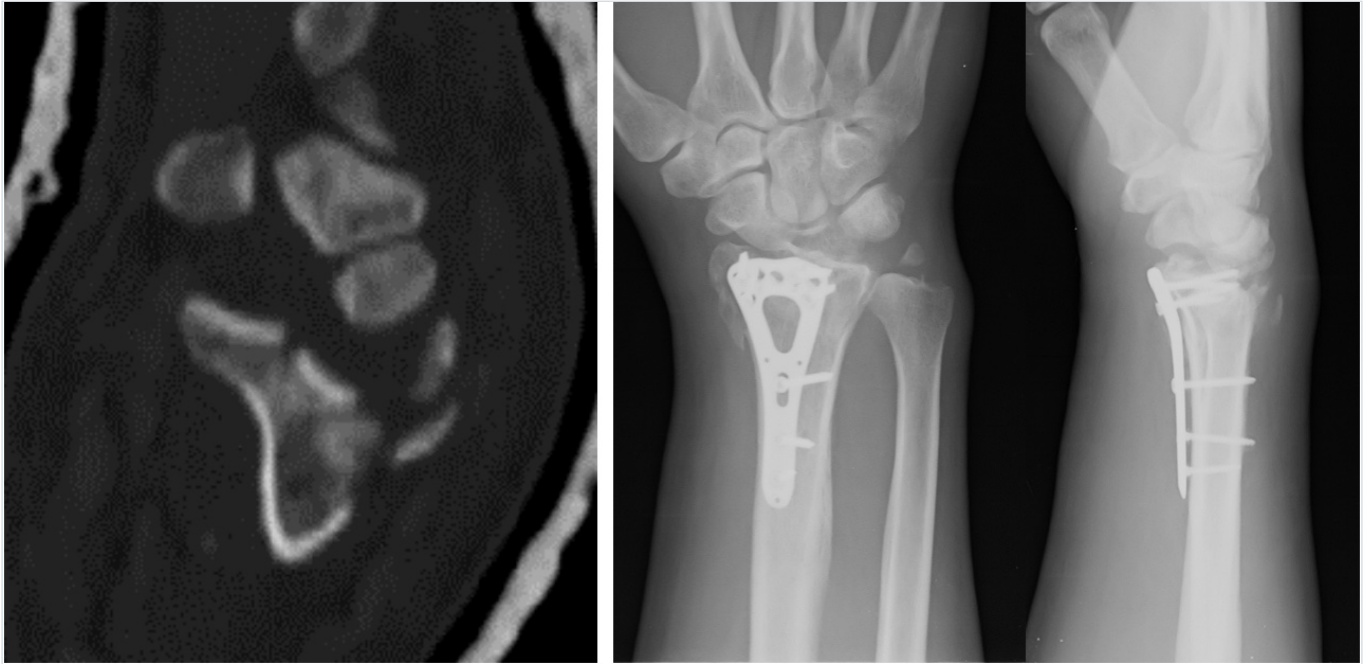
A: fallimento della sintesi con lussazione volare del carpo per inadeguato sostegno al frammento volare ulnare. B: Immagine TC di frattura articolare del radio distale con coinvolgimento del key fragment.
